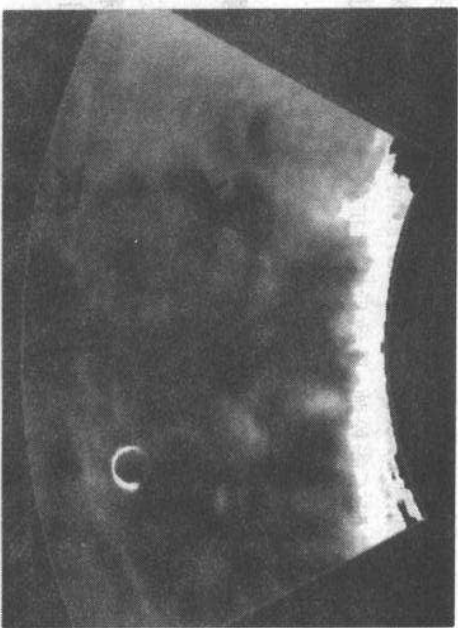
急性肾盂肾炎。强力多普勒超声显示肾上极局限性血流减少区(开口箭头),此处即是局限性肾盂肾炎的病社区
